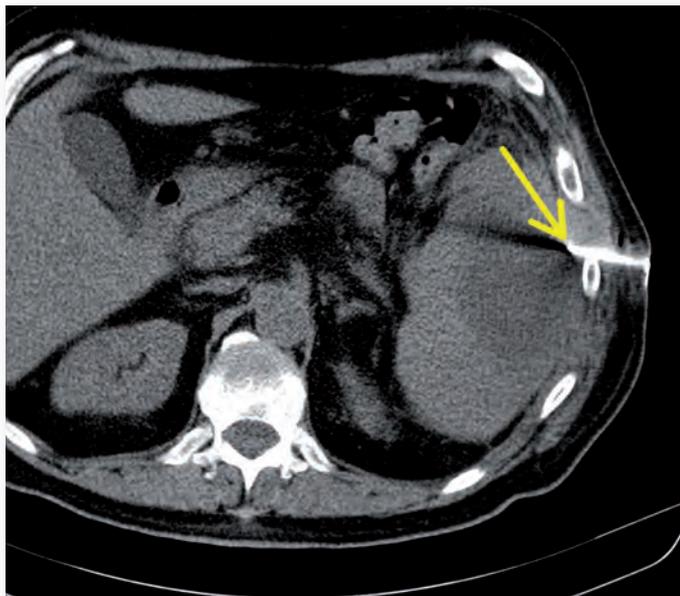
CT-Abdomen mit perkutaner CT-gestützter Drainageeinlage in Seldinger-Technik: Dargestellt ist die Kontrolle des intercostalen Zugangsweges (Pfeil).
